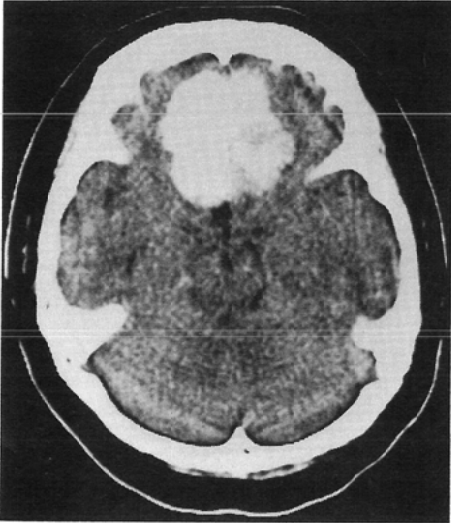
Nonenhanced CT scan shows a prominently calcified hyperdense subfrontal mass.
